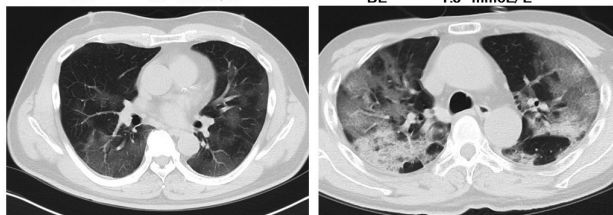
典型的なHappy Hypoxiaの血液ガスとCT所見
